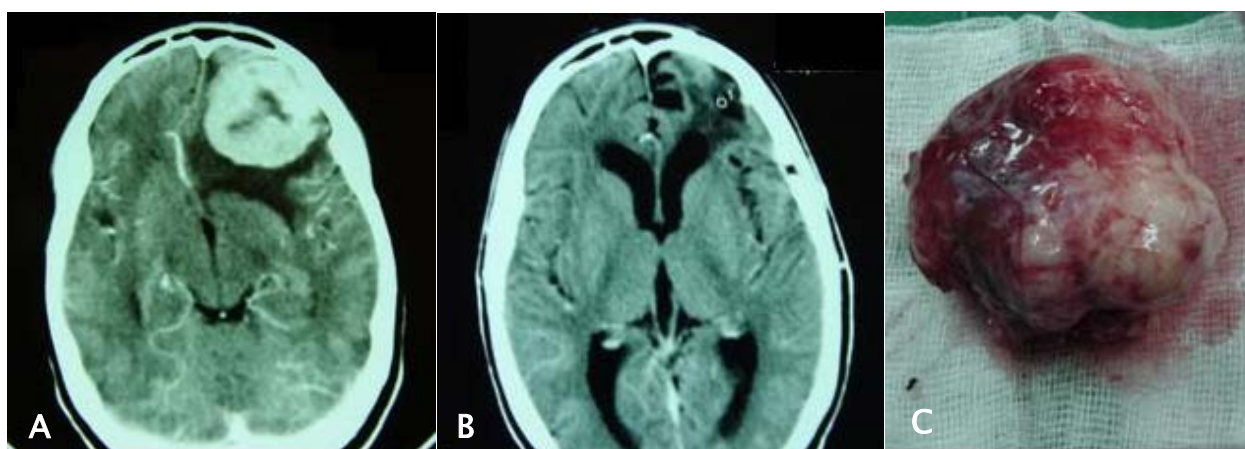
TDM cérébrale préopératoire(A), et postopératoire (B) après l'exérèse totale d'un méningiome de la convexité frontale gauche (C)
